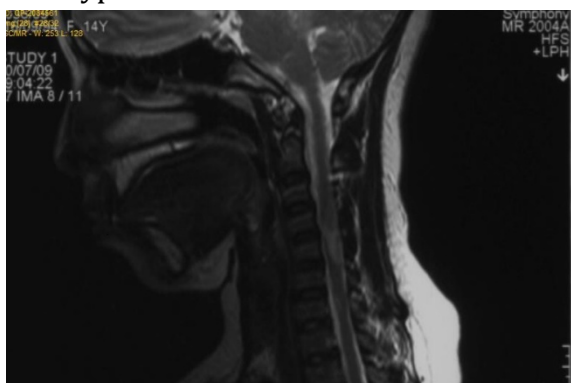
Coupe sagittale d'IRM médullaire en séquence T2 montrant une lésion cervicale hyperintense.
